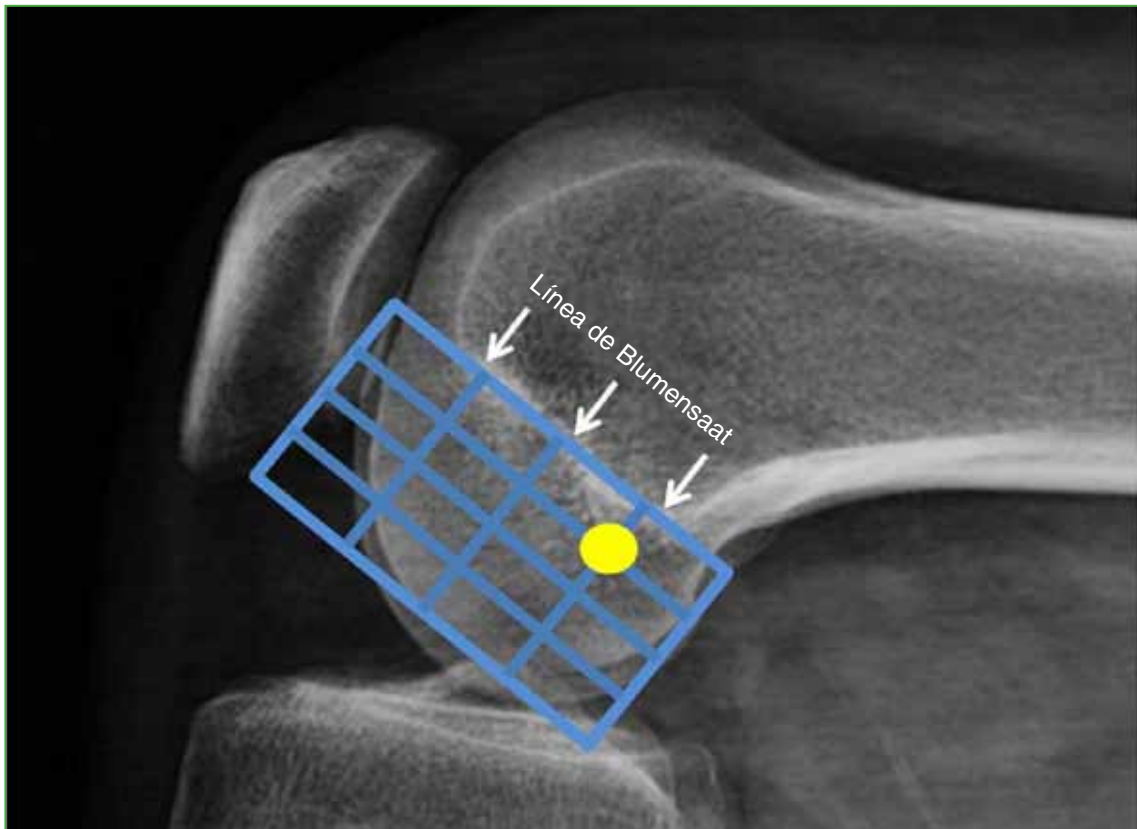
Método del cuadrante. Radiografía de perfil con flexión a 90°: Se utilizan como referencias la línea de Blumensaat y los bordes de los cóndilos femorales, dividiendo cada lado de la caja en cuatro. El lugar óptimo del túnel femoral se encuentra en la esquina antero-inferior del cuadrante posterosuperior.
